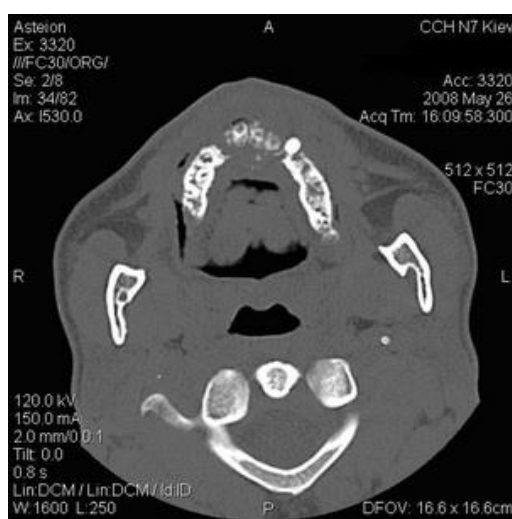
КТ хворого І., 33 р. з дифузним остеомієлітом верхньої щелепи.
